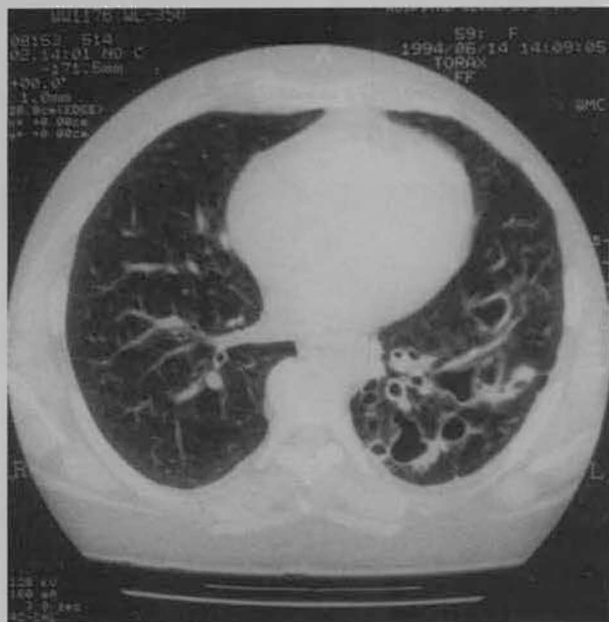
Corte tomodensitométrico objectivando a presença de bronquiectasias varicosas a nível da pirâmide basal esquerda. Corresponde à mesma doente da radiografia.
